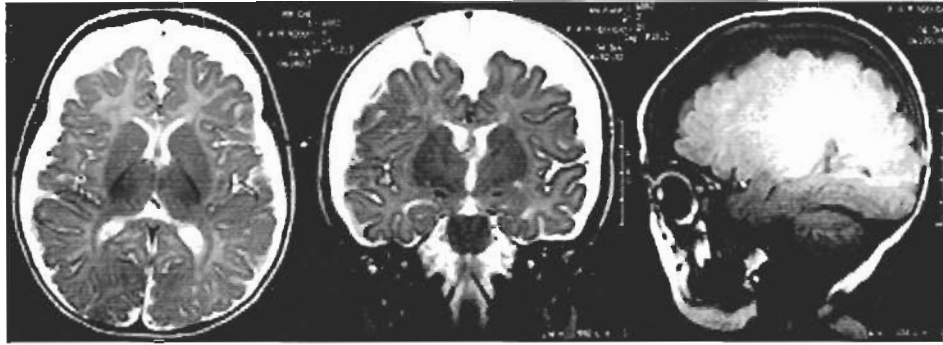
RM-CE (Axial + Coronal T2 FSE + Sagittal 3D T1 SPGR) – hematoma subdural bi-fronto-parieto-temporal.
